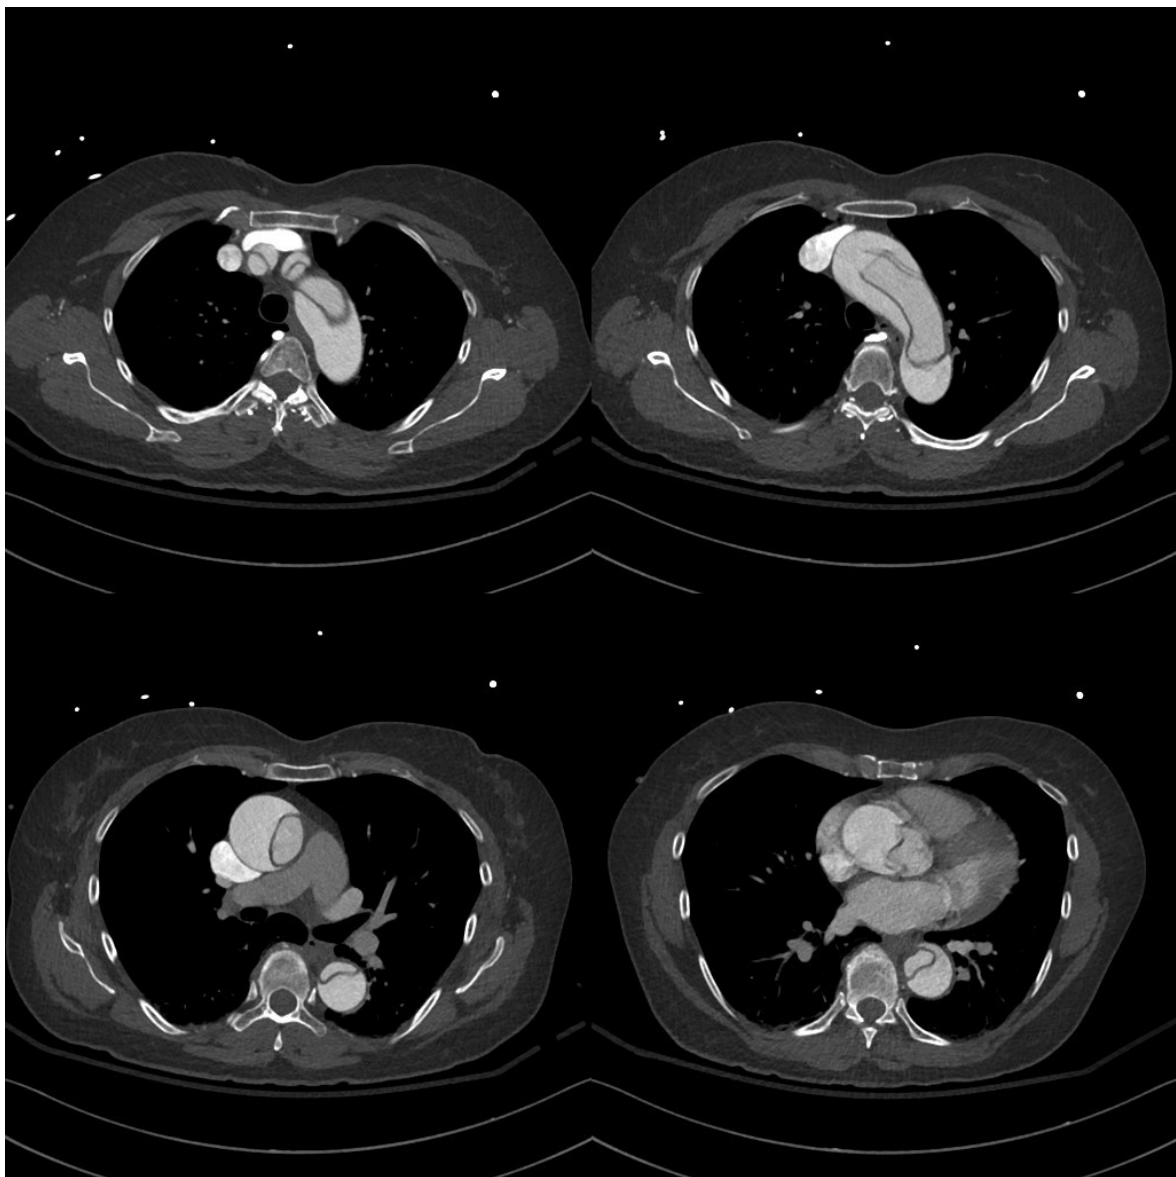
Die thorakale Aorta in einer transversalen CT-Serie von kranial nach kaudal: Die Dissektion setzt sich in beide Carotiden fort
